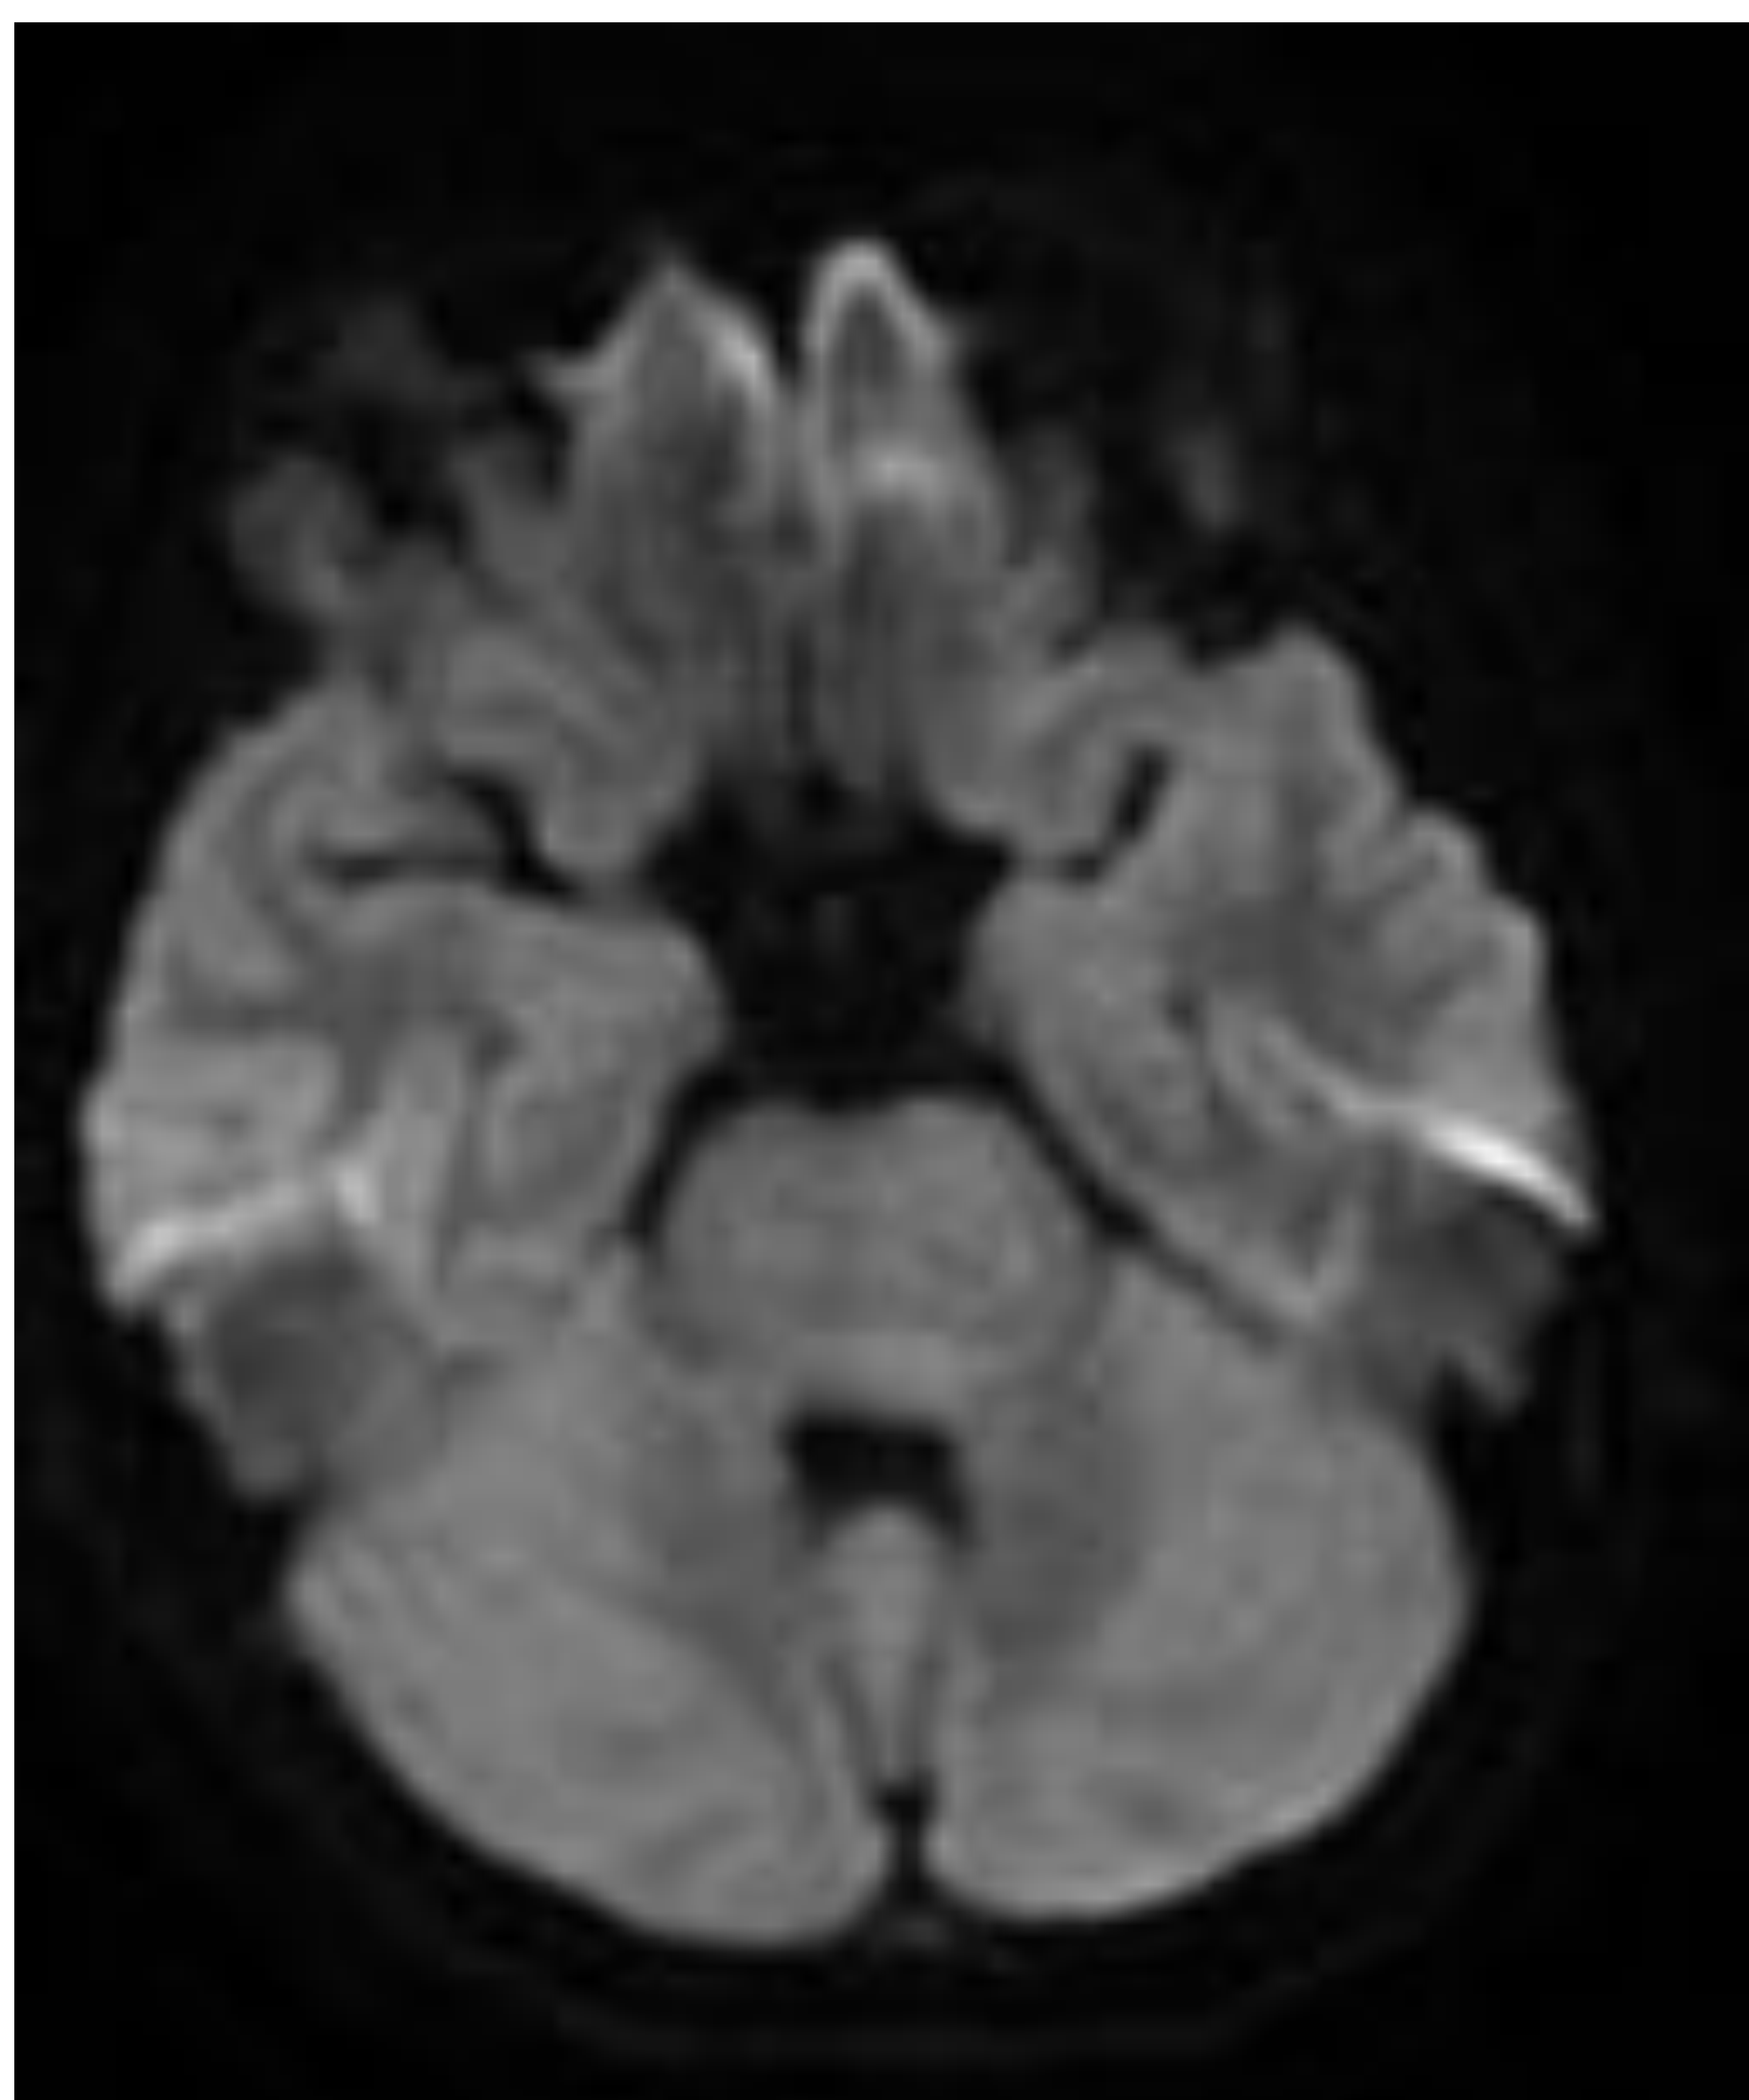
RM: T2 difusión, ADC, gadolinio.
